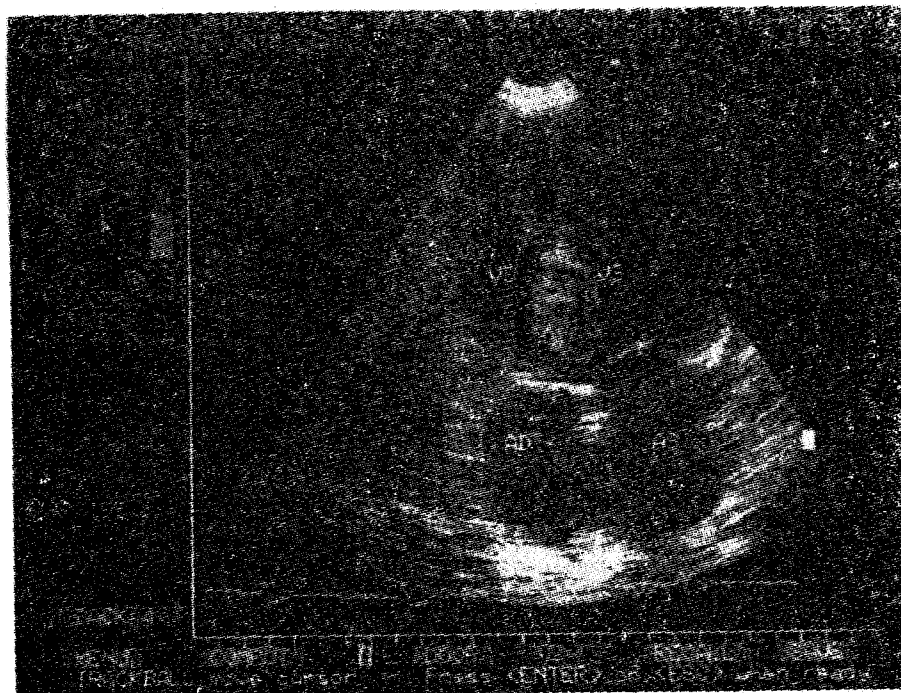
DSV, Doppler sunt VS → VD la nivelul septului.
